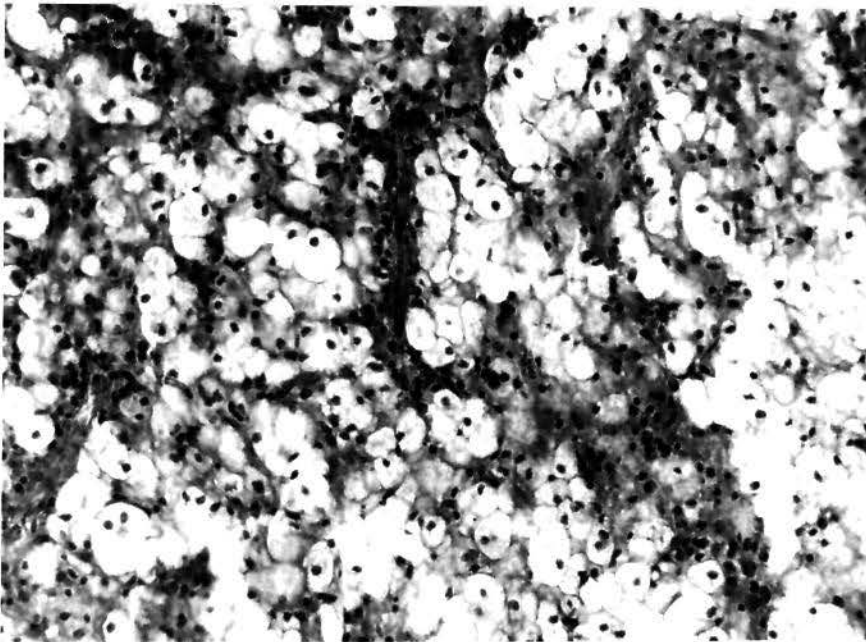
Acúmulo de corpúsculos grânulo-adiposos (células espumosas) na parede conjuntiva de um cisto periapical. Col. H.E. A.O. 160X.
